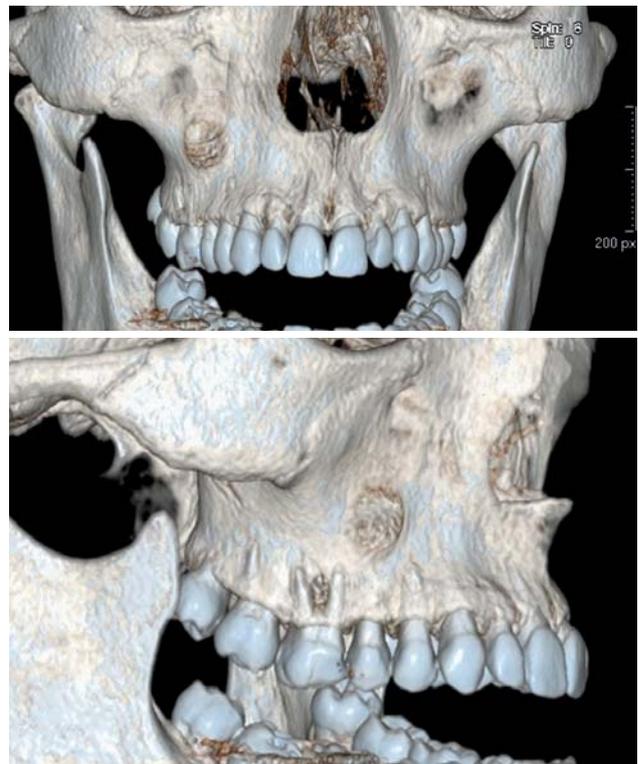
Initialer CT-Scan mit dreidimensionaler Rekonstruktion: Knochenfenestration und Sinustrakt.
